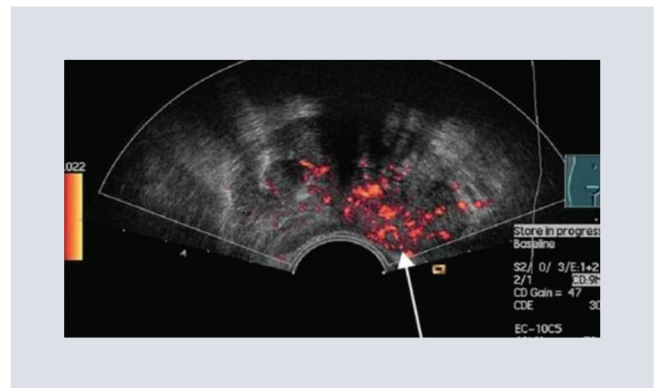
Ultrasonido transrectal prostático, empleando transductor convexo y con aplicación en Doppler color, que muestra aumento de la vascularidad hacia la periferia del lóbulo prostático izquierdo.
